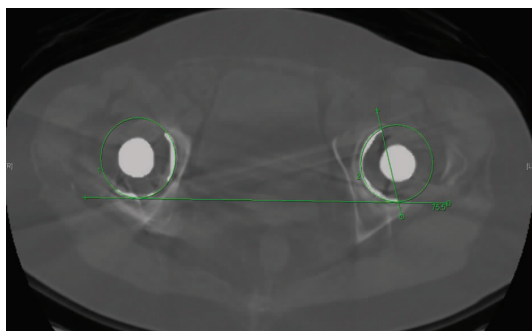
THA 术后 CT 轴位像测量髋臼前倾角 b 线: 两侧髋臼后缘连线; a 线: 髋臼前后缘连线
